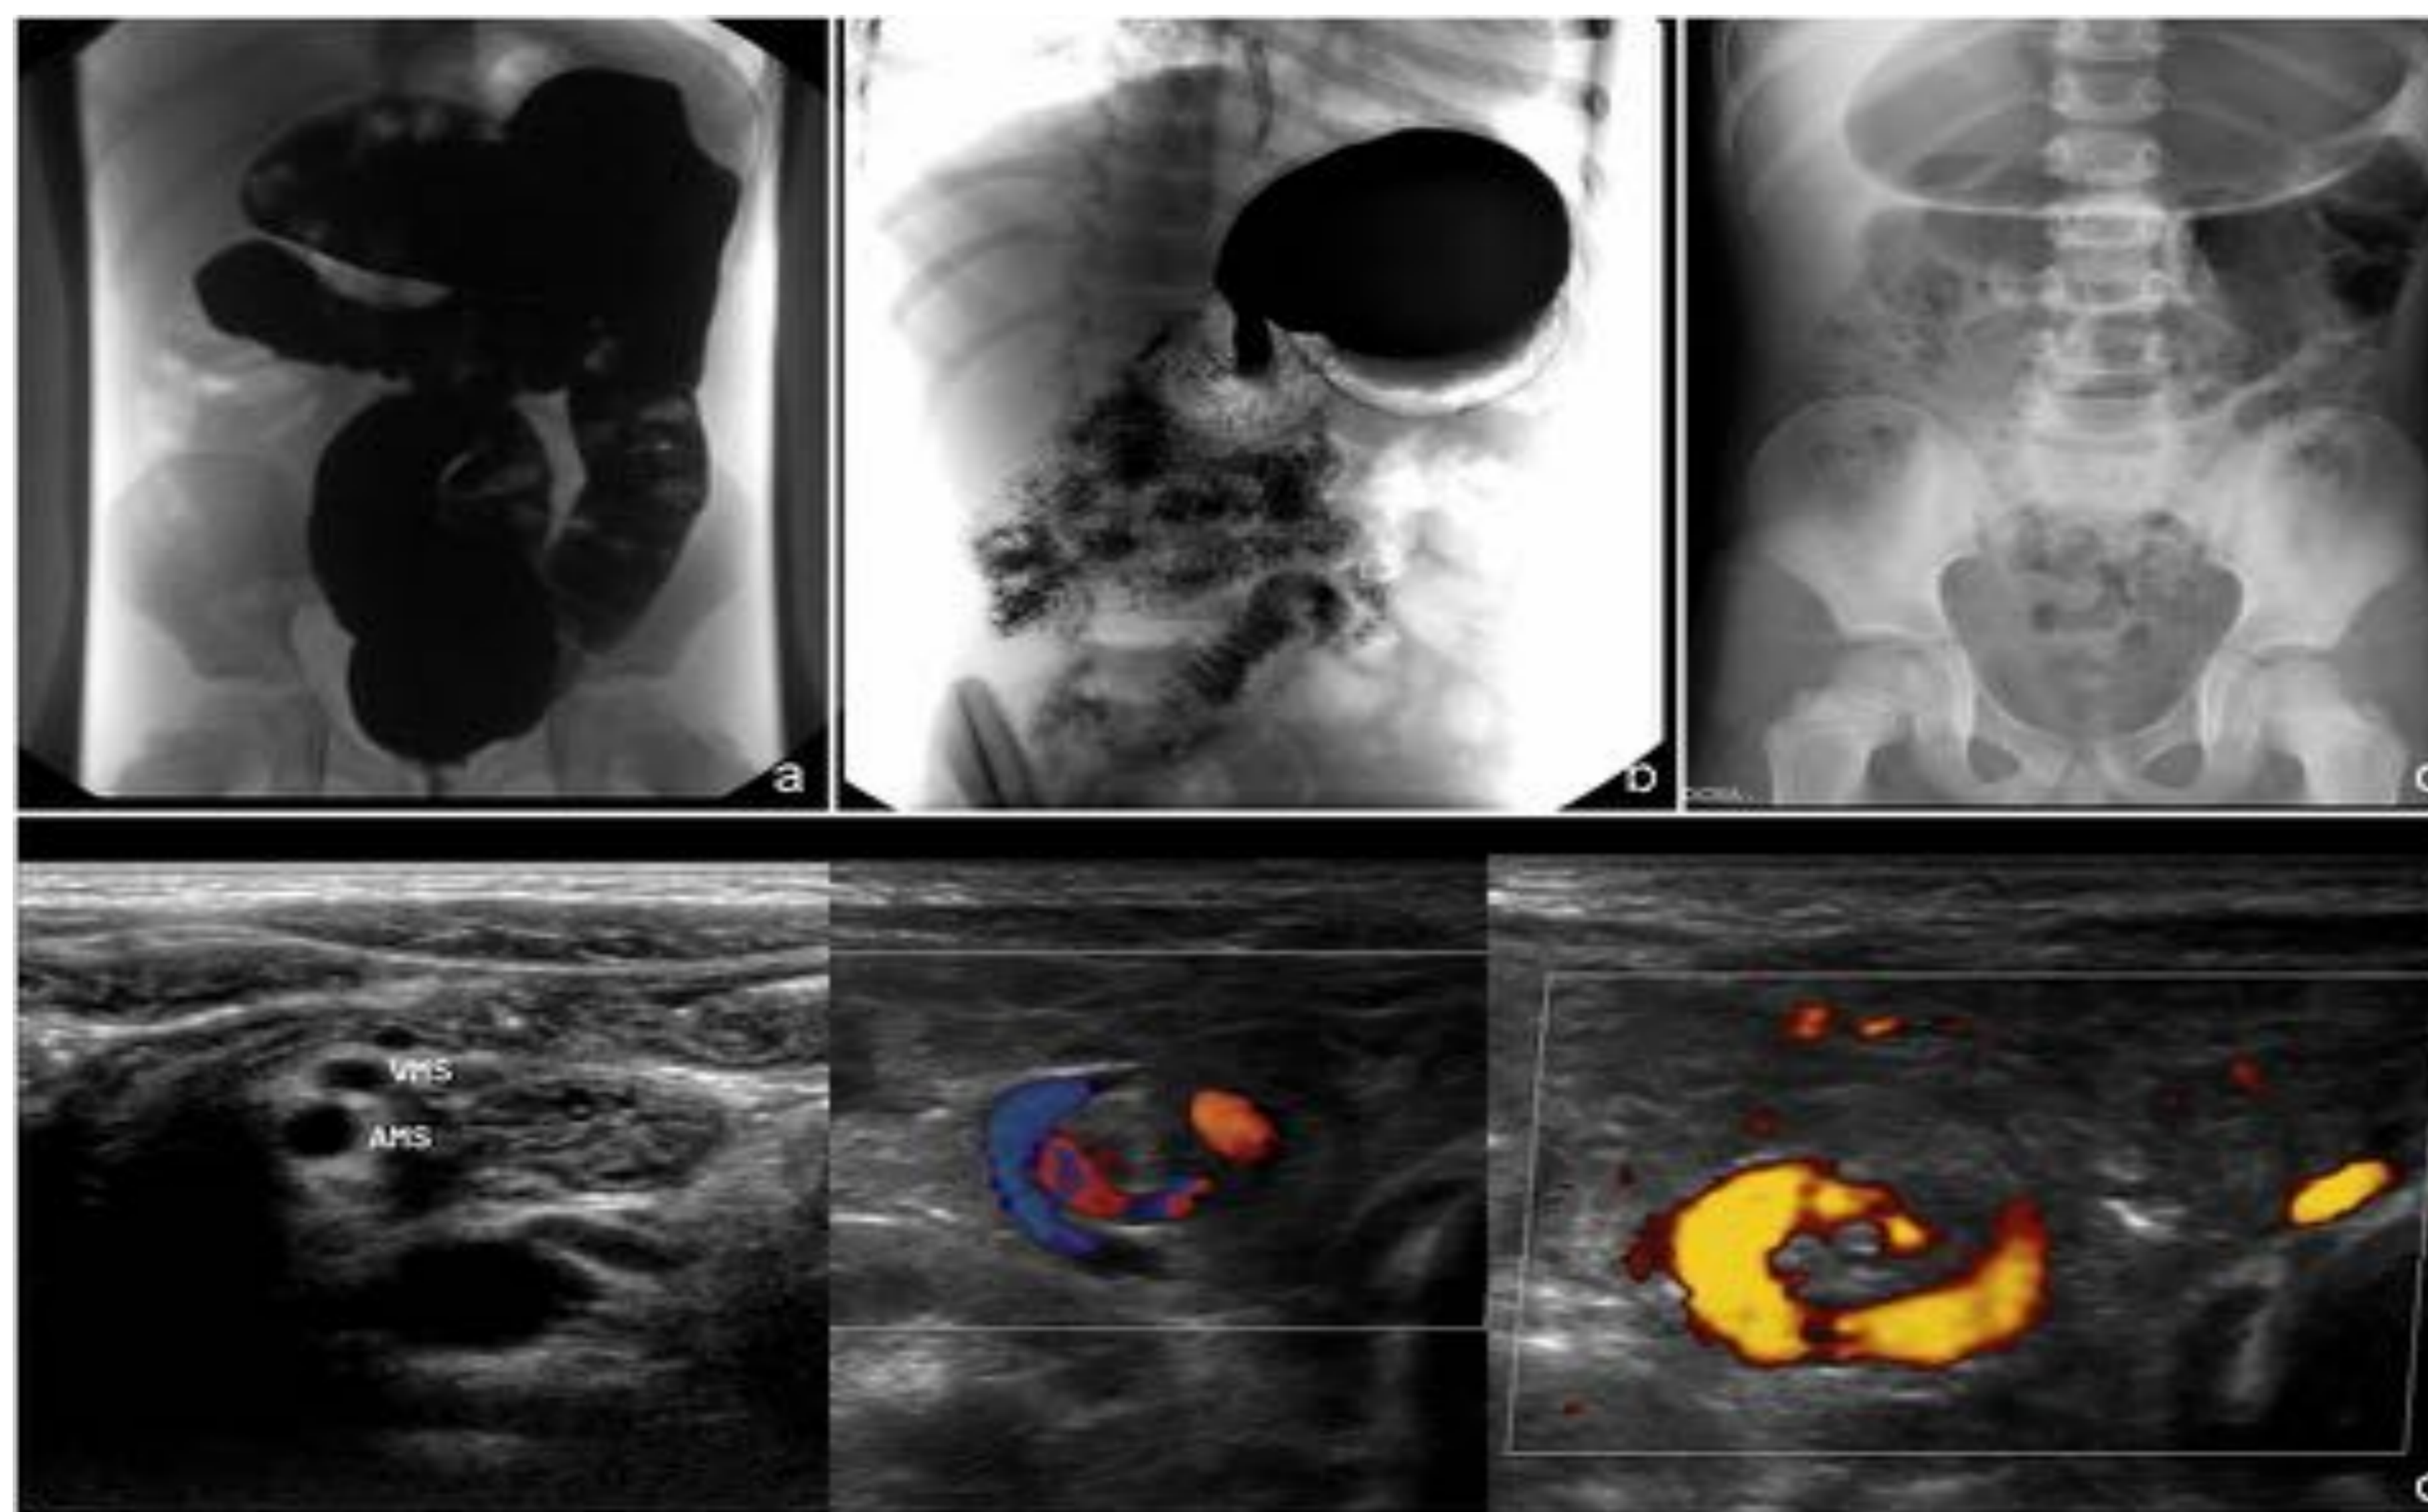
Paciente diagnosticado de malrotación intestinal por enema opaco (a) y tránsito intestinal (b). Presenta colon descendente a la izquierda, y el ciego alto y en la línea media, así como asas de delgado a la derecha. Acude a urgencias con dolor abdominal de 2 horas de evolución tipo cólico. En Rx simple de abdomen (c) se aprecia dilatación gástrica y asas proximales. En ecografía (d) se observa una disposición anómala de los vasos mesentéricos, con salida hacia la derecha de la arteria mesentérica superior e imagen del “remolino o whirlpool”, sugestivo todo ello de vólvulo de intestino medio. En laparotomía se evidencia dilatación de vasos mesentéricos y asas de delgado proximal, así como vólvulo de intestino delgado sin compromiso vascular.
